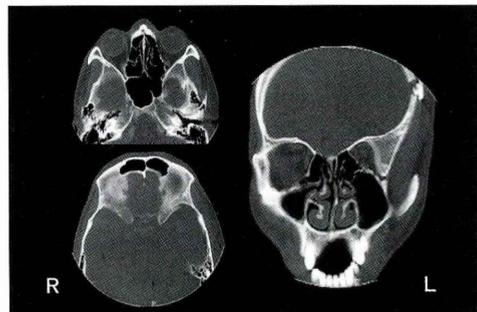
第2回目の穿頭術後の副鼻腔 CT 所見 (1998年4月7日)
